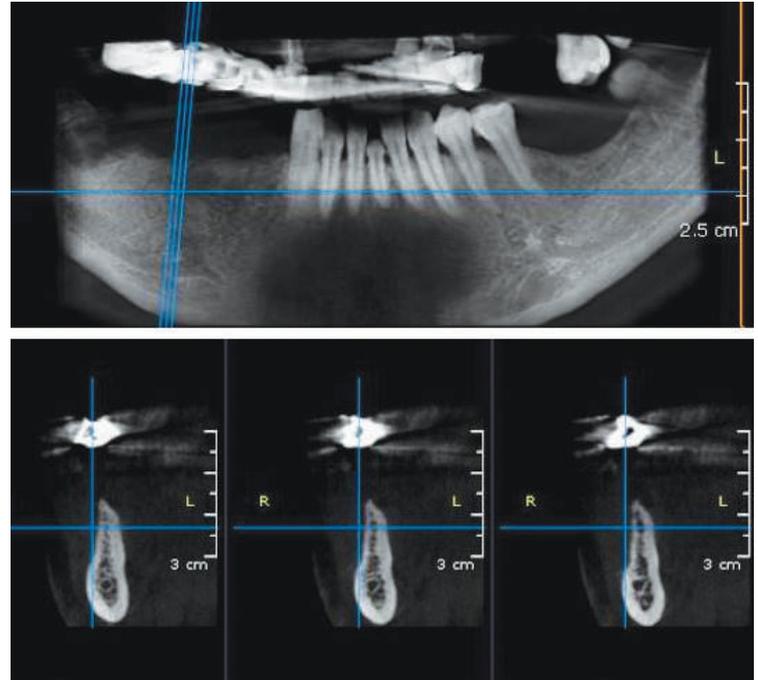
Cone Beam mandibolare in sede 46. Lo spessore della cresta ossea, pur in sede posteriore, risulta essere molto sottile.
